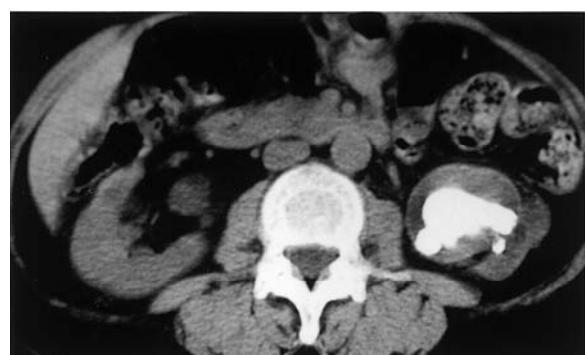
CT in March 2006. Right renal stone was completely dissolved, but the left stone remained unchanged.
